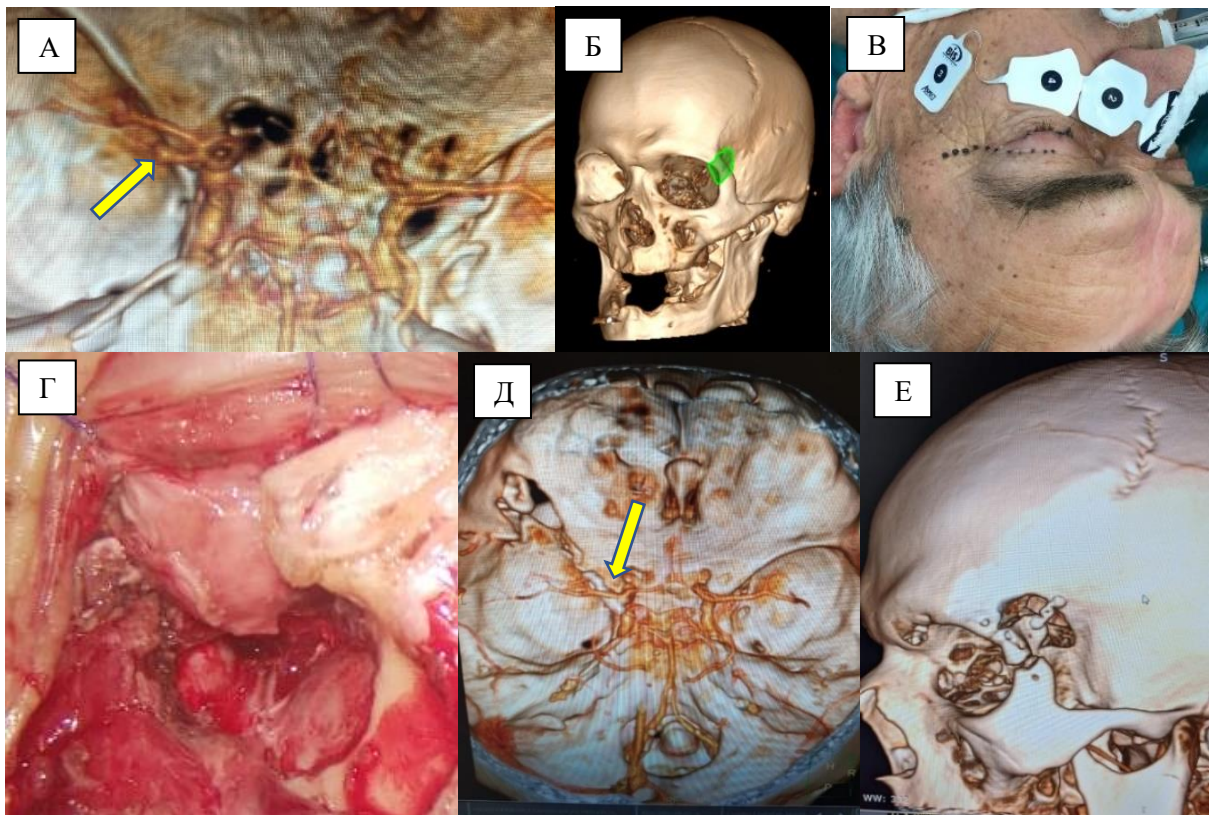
Клинический пример клипирования мешотчатой аневризмы левой ВСА в области устья ЗСА с применением ТПЛС (И/б №27890-с). А – КТ-ангиография – визуализируется мешотчатая аневризма левой ВСА (стрелка). Б — 3D-реконструкция черепа, обозначается объем планируемого доступа. В – маркировка кожного разреза идентичная, как и при ТПД. Г – Интраоперационное фото, удален костный лоскут, верхний край орбиты не резецируется. Д – КТ-ангиография с 3D-реконструкцией, аневризма выключена из кровотока (стрелка). Е – КТ с 3D-реконструкцией после операции, передне-латеральная проекция.
